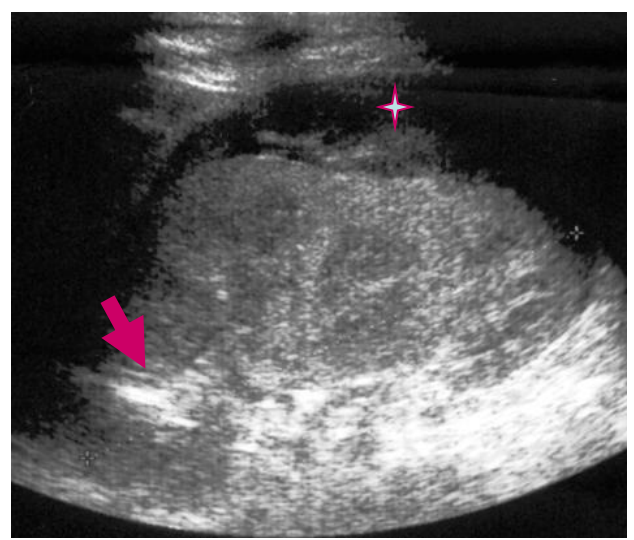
coupe échographique longitudinale du rein droit: Volumineuse collection sous capsulaire + images aériques polaires supérieures
